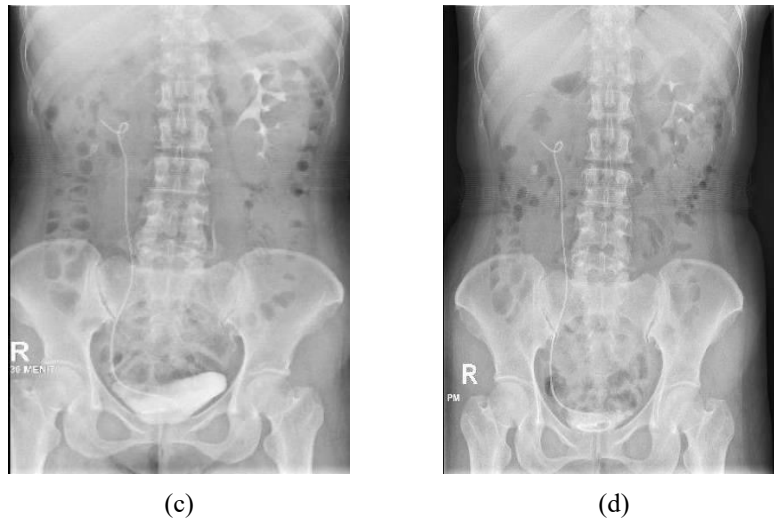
Hasil Radiograf Plan Foto Proyeksi AP
